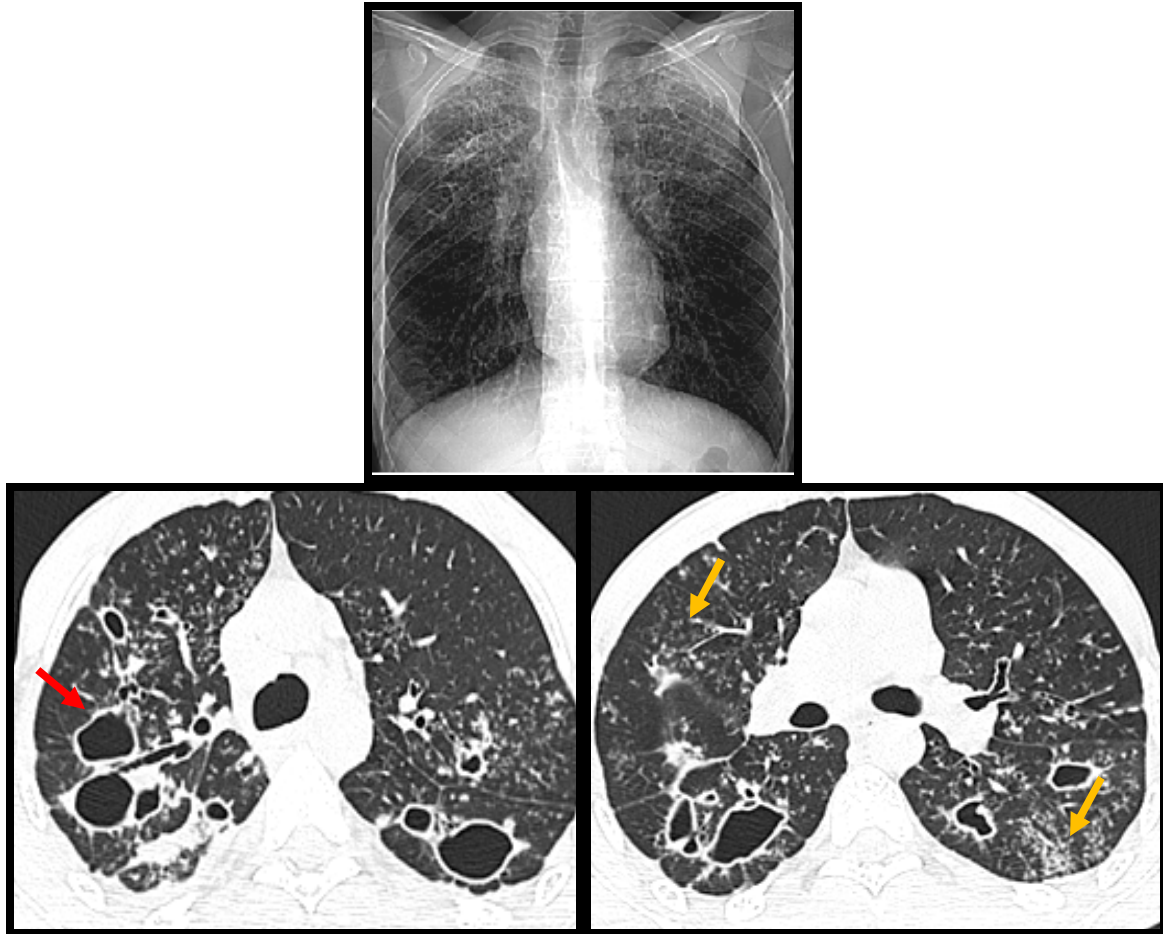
(cas N°14) : la radiographie standard de face et TDM thoracique, coupes axiales, en fenêtre parenchymateuse :
